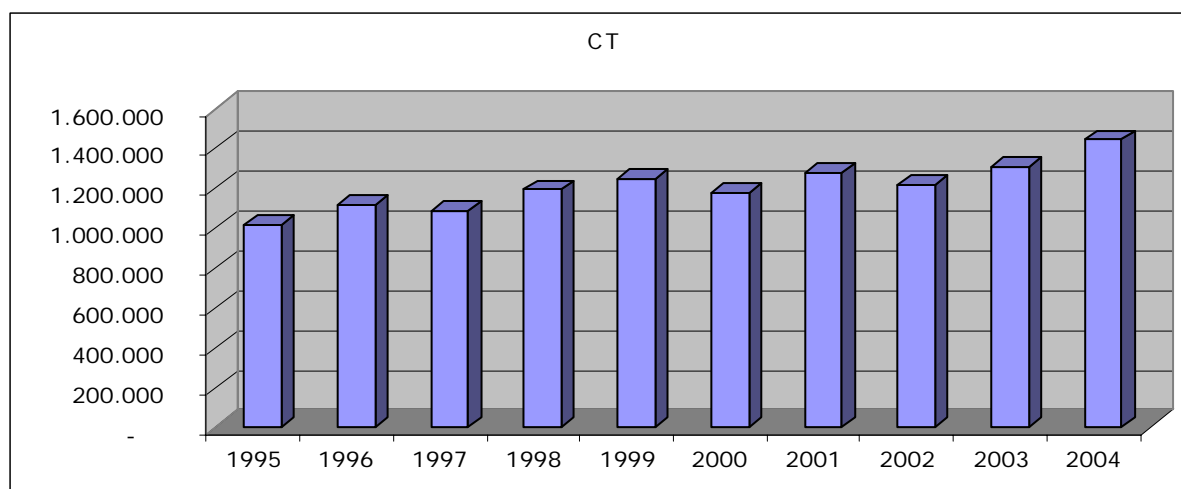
Evolution des examens 1995-2004 basée sur l'analyse des données de la nomenclature CT de l'INAMI).
